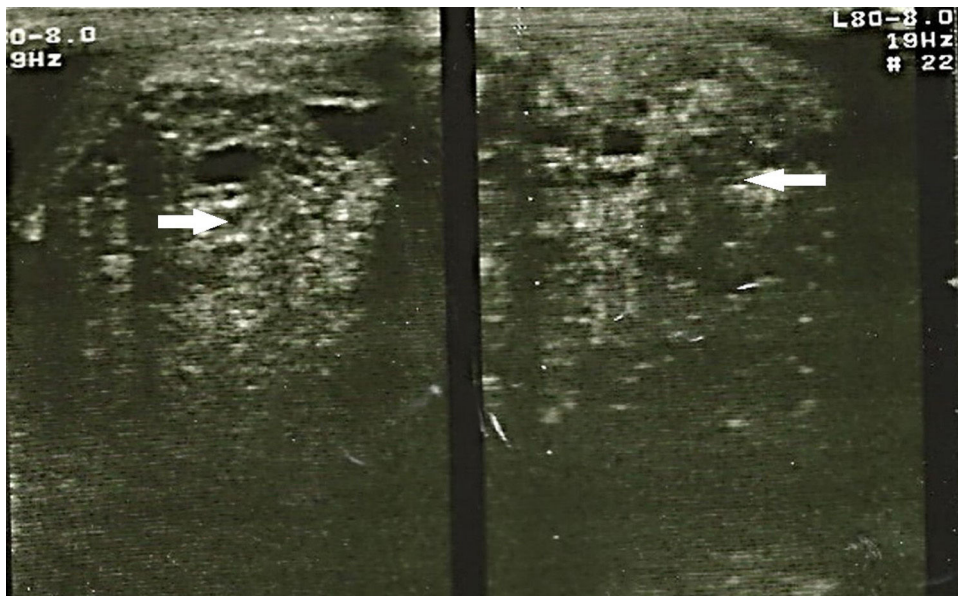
Imagen de ultrasonido testicular bilateral en la cual se observa testículo izquierdo heteroecogénico, trabeculado en tercio superior e imágenes quísticas y multifocales, con dimensiones de $25 \times 18 \times 20$ cm.
